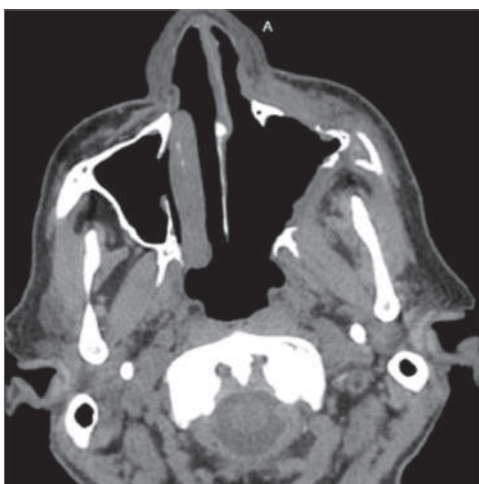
КТ динамика после проведенной секвестрэктомии на фоне применения изавуконазола
